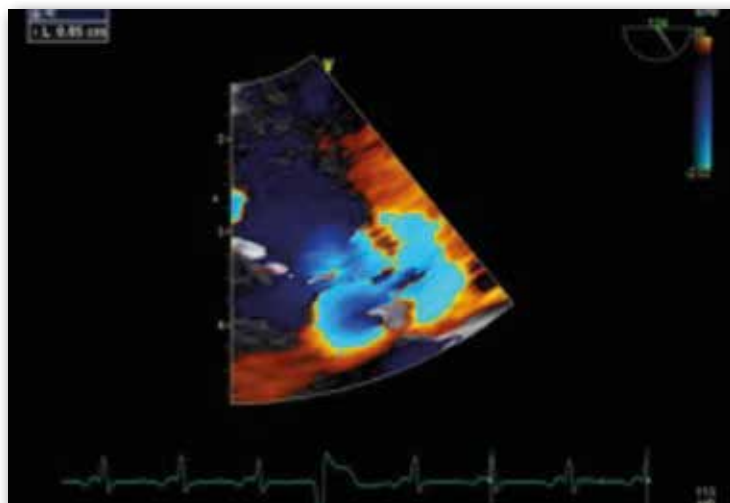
Zone de convergence de l'insuffisance mitrale en échocardiographie transoesophagienne
